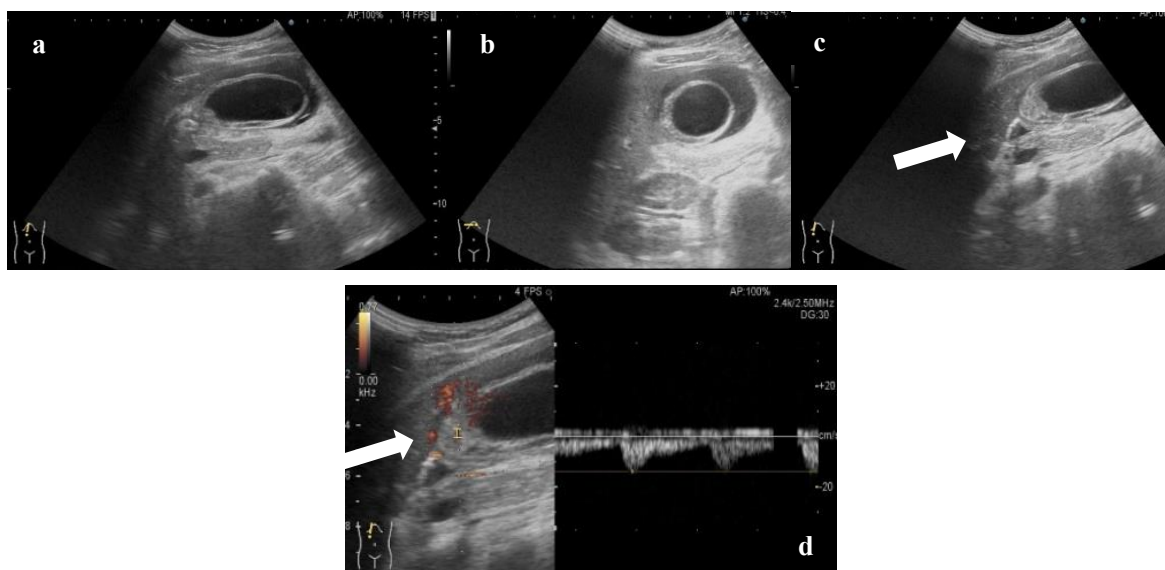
腹部エコー（上段左からa, b, c, 下段d）
